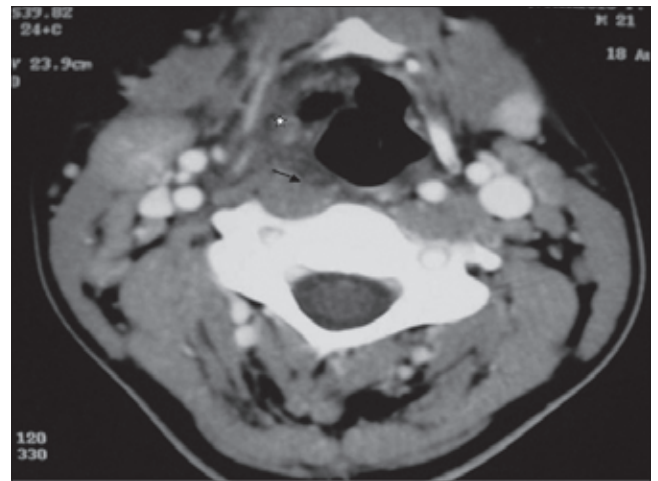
Tomografia computadorizada, corte axial, mostrando acometimento do espaço para-glótico (estrela) e espessamento retrofaríngeo direito (seta).
